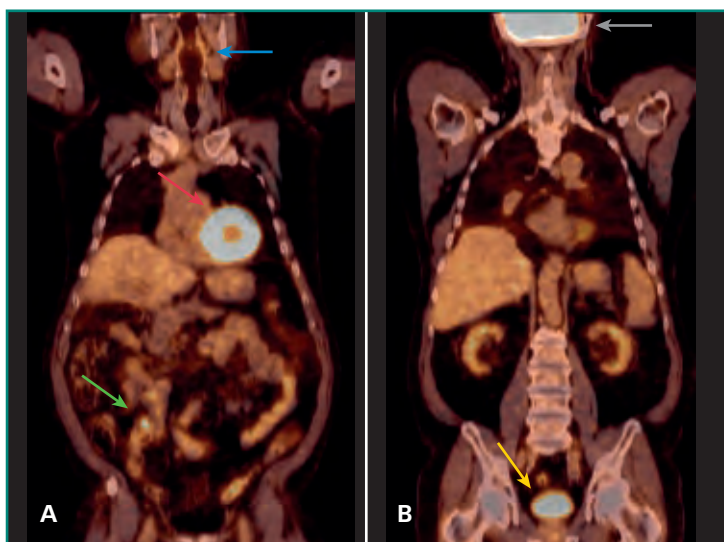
Reconstrucción coronal de 18-FDG PET-TC (imagen A más anterior que la imagen B) en la que se visualiza la captación fisiológica faríngea y parafaríngea (flecha azul), cardíaca (flecha roja) e intestinal (flecha verde); depósito fisiológico en el encéfalo (flecha gris) y la excreción urinaria del radiofármaco en vejiga (flecha amarilla).
